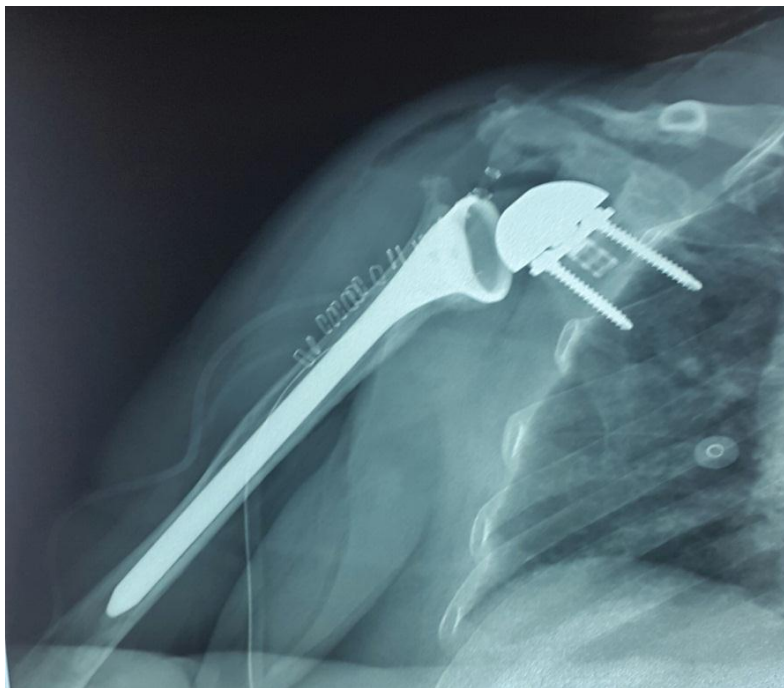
Radiographie standard de l'épaule droite opérée ,à J15 du postopératoire.
